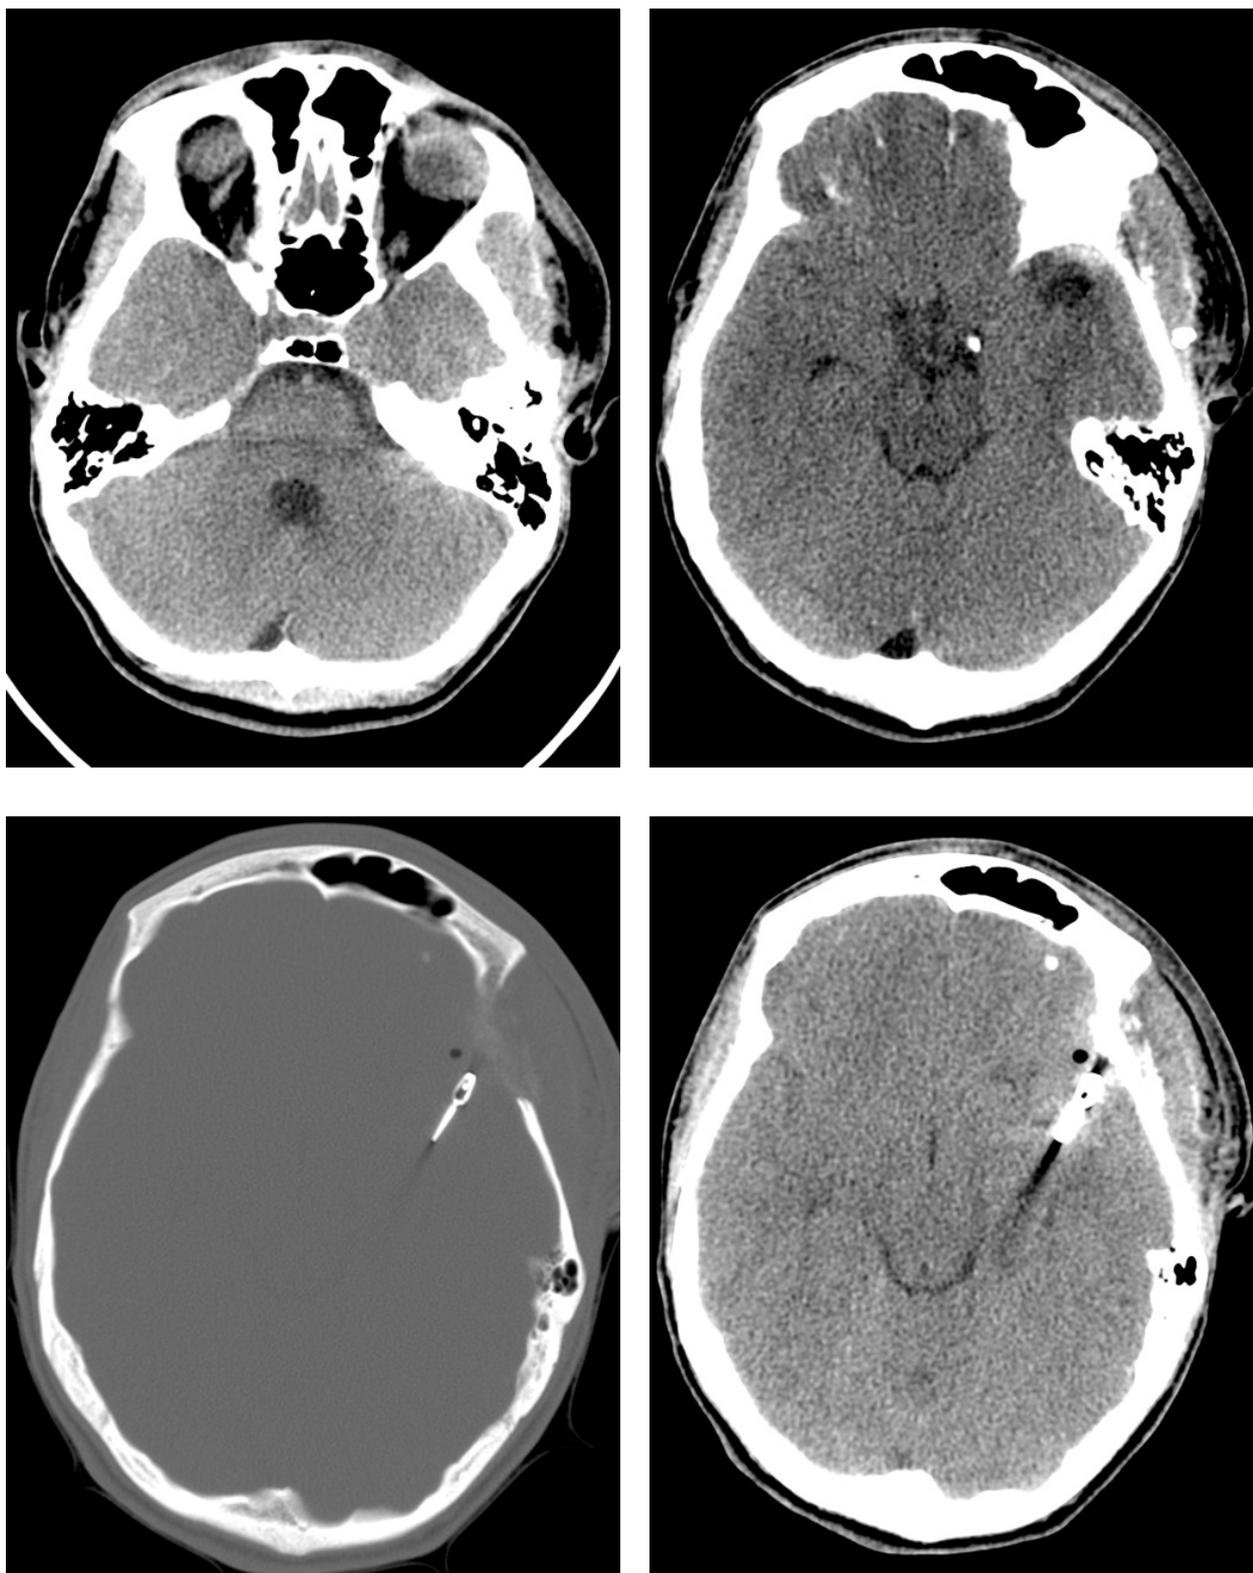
TC de crânio de controle pós-operatório mostra resolução da hemorragia intraventricular (a) e em cisternas de base (b), com clipe metálico em topografia do aneurisma (c), sem evidência de lesões adicionais (d).
